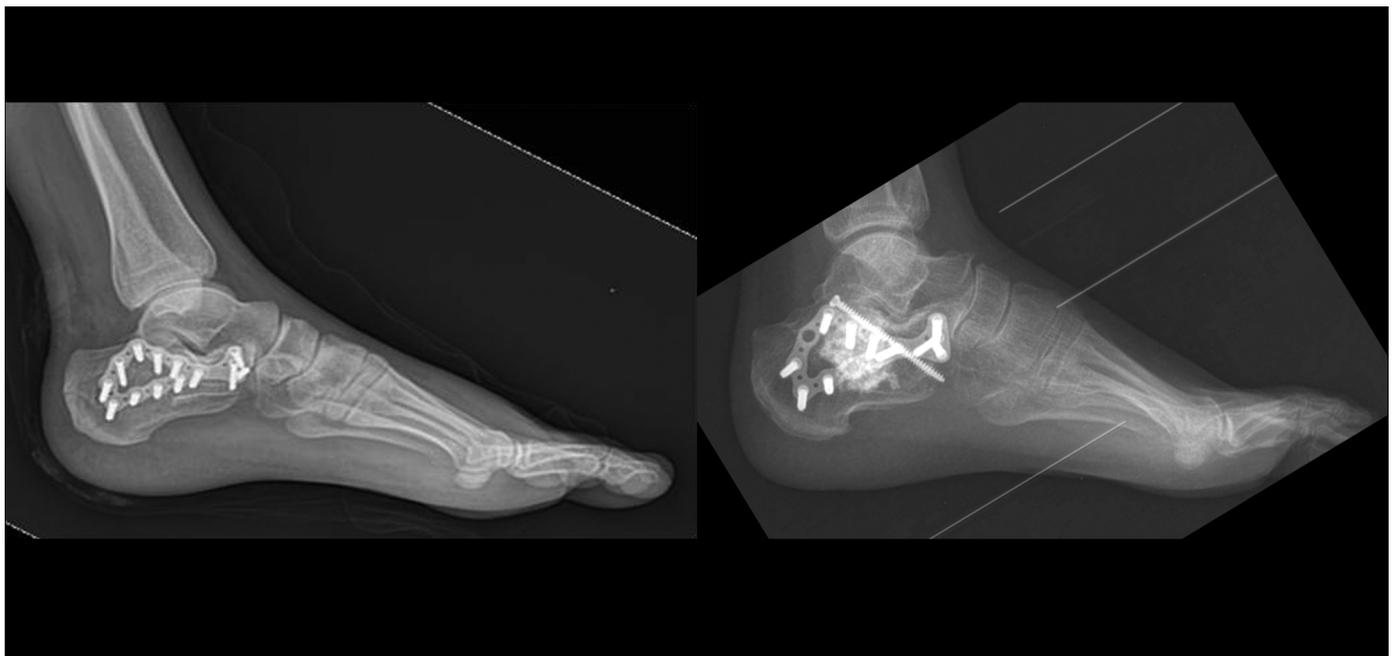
Radiografías de control del último seguimiento. Izquierda: paciente de 32 años al que se le injertó el sustituto óseo de origen homólogo. La radiografía se realizó 17 meses después de la cirugía de injerto óseo. Derecha: paciente de 27 años al que se le injertó el sustituto óseo de origen equino. La radiografía se realizó 16 meses después de la cirugía de injerto óseo.
